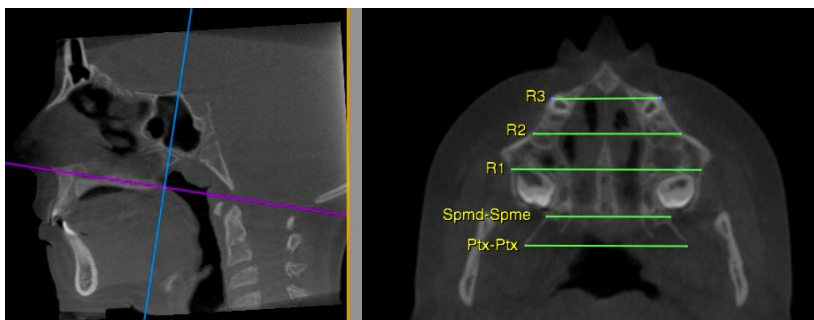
Sagittal view of tomography showing the palatine plane. Axial view with landmarks for skeletal analysis.
